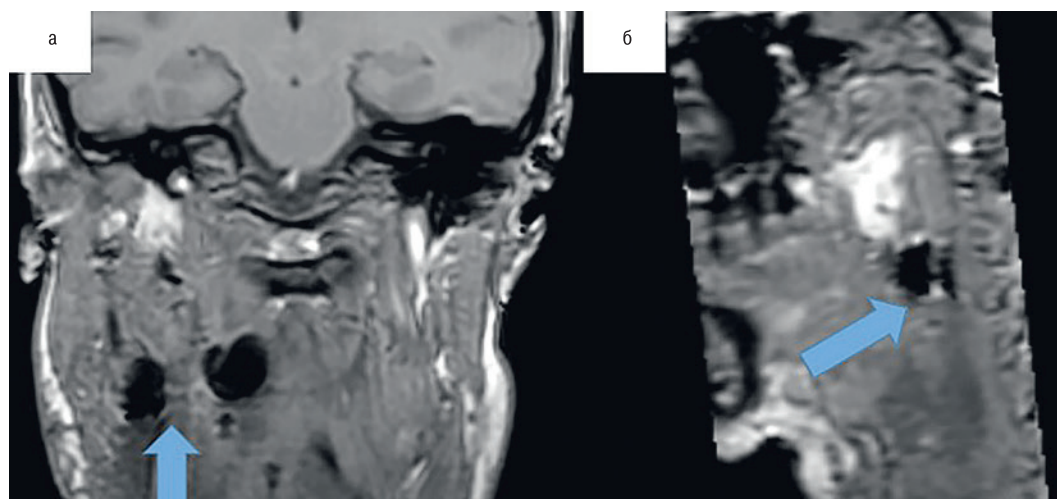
МРТ после операции
